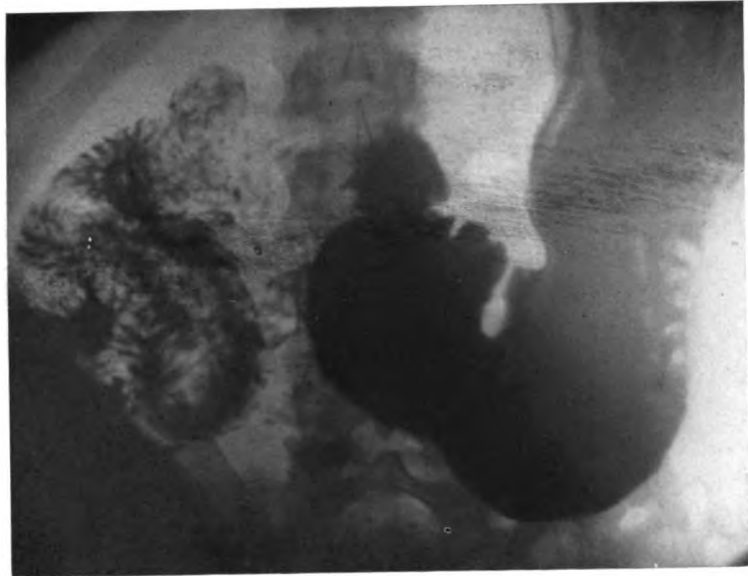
Obs. 1. Mésentère commun. Radiographie 10 min. p. c.; dextroposition totale de la 3<sup>e</sup> portion duodénale et du jéjunum initial (Décubitus ventral).
